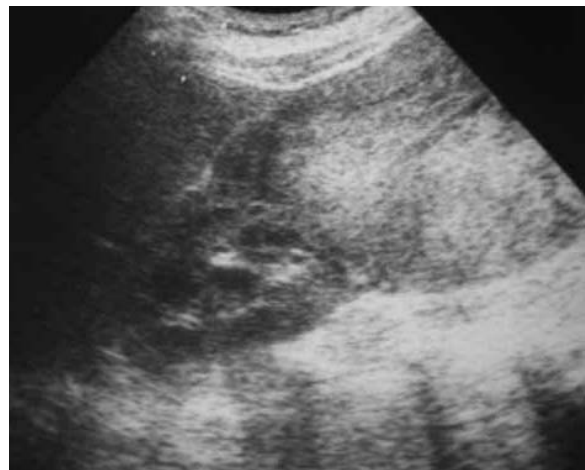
Ecografía que muestra tumoración sólida, ligeramente heterogénea, que depende del polo inferior del riñón derecho.
